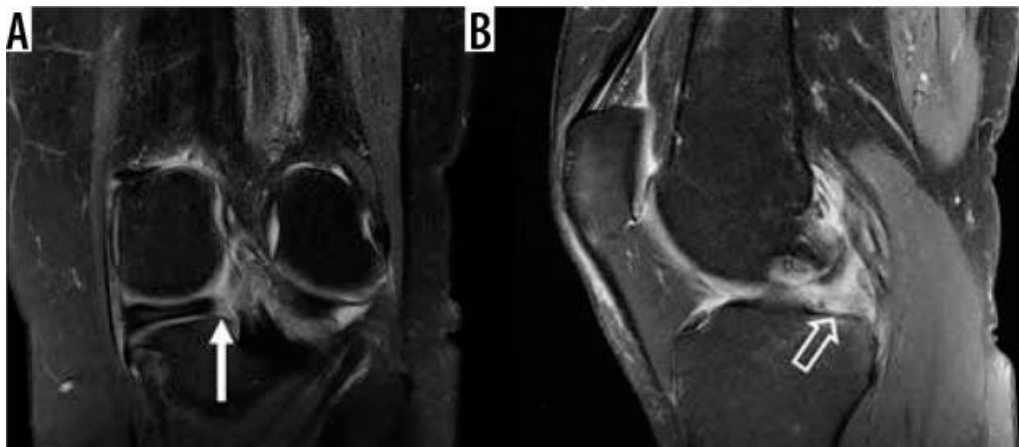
Desgarro radial de raíz meniscal. A) Imágenes coronales y B) Imágenes sagitales de resonancia magnética saturada de grasa ponderada por densidad de protones en una mujer de 65 años con un desgarro de orientación radial de la raíz del menisco medial, con ausencia de inserción de la raíz meniscal posterior (Flecha blanca en A); creando el signo del “menisco fantasma” (Flecha abierta en B)
